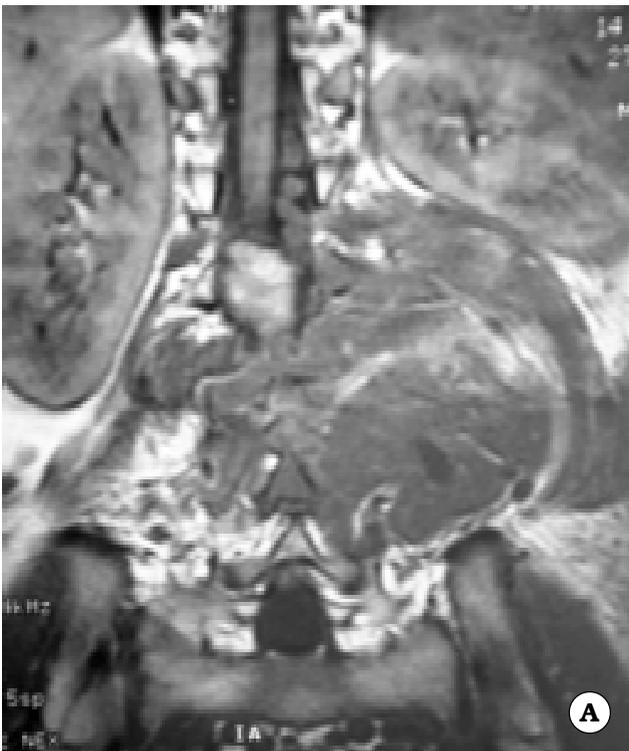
Imágenes preoperatorias: IRM coronal (A) y TAC (B), así como del abordaje mixto (C) y de Rx a 3 meses postoperatorio (D) del caso N° 9 (sarcoma indiferenciado).
